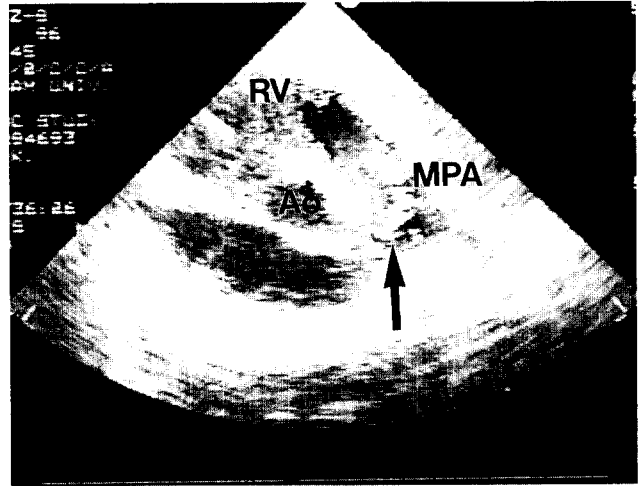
Postoperative echocardiogram shows a good flow through the pulmonic valve(arrow).
